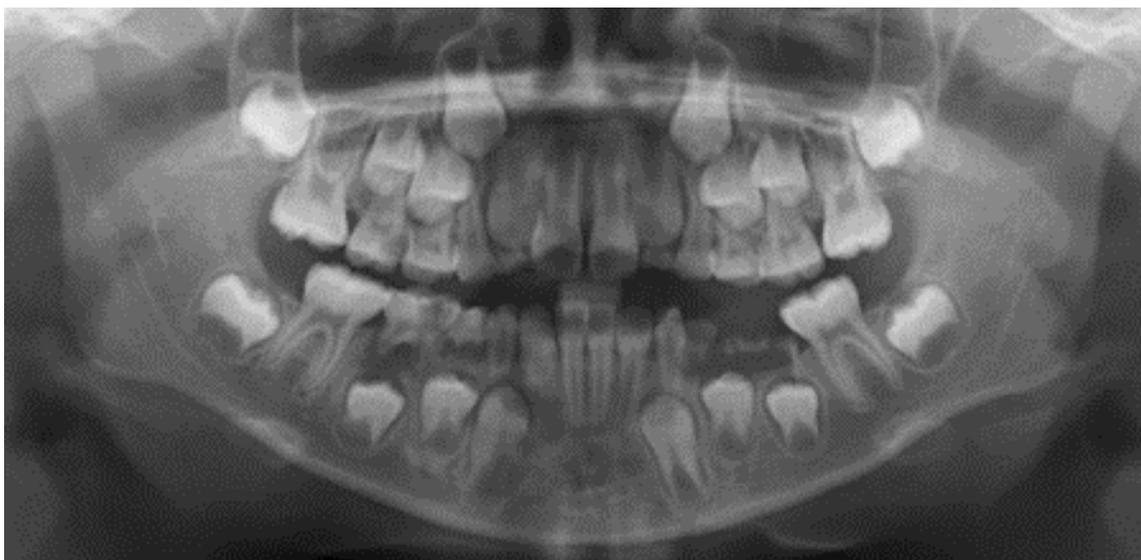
Ortopantomografía de paciente femenino de 7 años de edad con lesiones cariosas y dolor dental (fuente directa CRED DEPEI de FO. UNAM)
